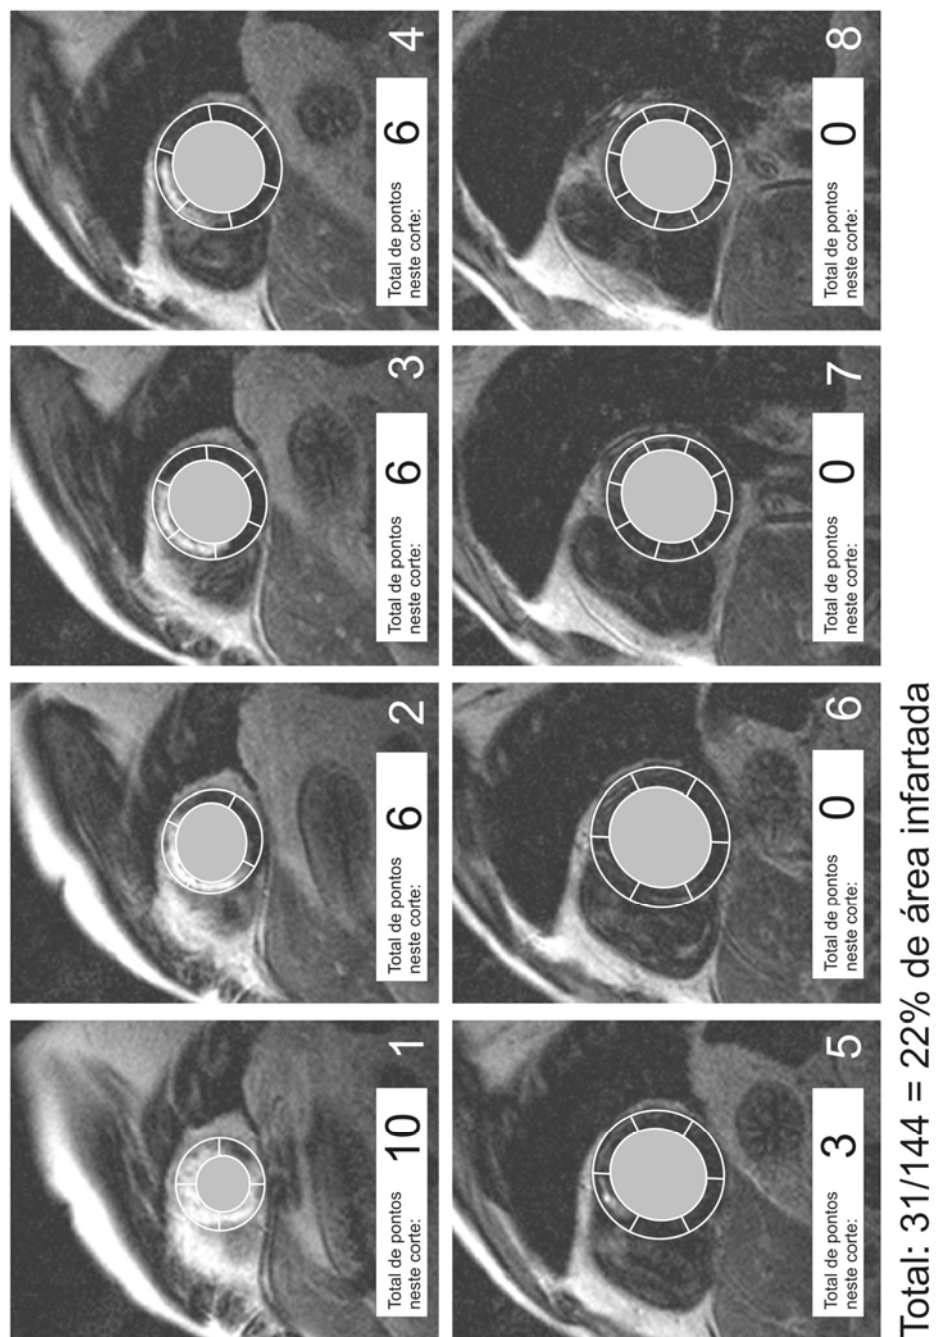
Ressonância magnética ilustrando o percentual de área de fibrose.
